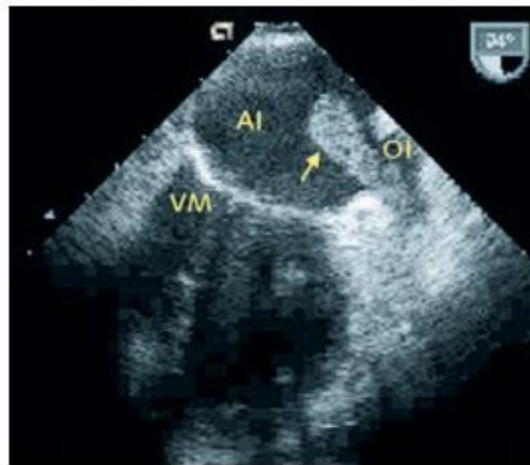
Imagen con ecocardiograma transesofágico de trombo en la orejuela izquierda (OI, flecha). AI: aurícula izquierda. VM: válvula mitral
